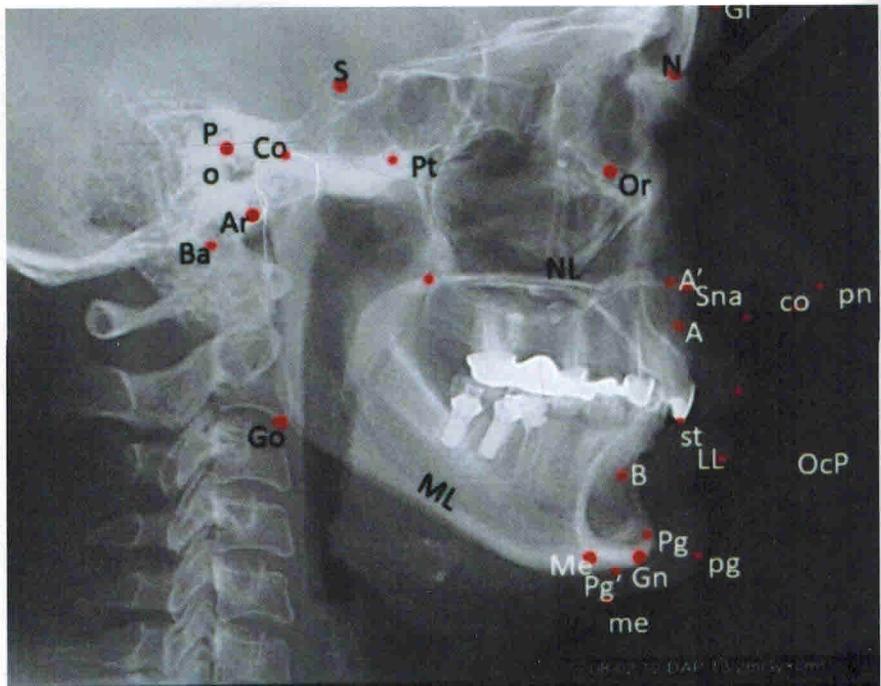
Телерентгенограмма: дистальная окклюзия, макрогнатия
